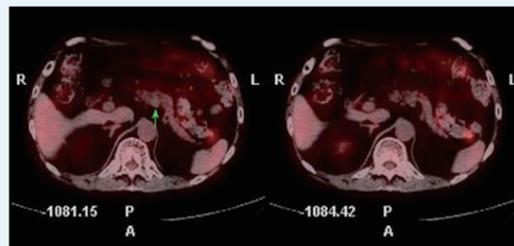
PET-CT 示该结节灶未见放射性浓聚 (箭头所示)
